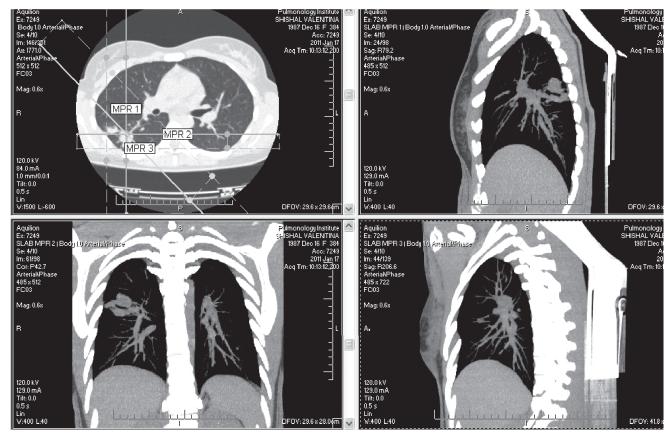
Мультипланарная реконструкция базовых срезов МСКТ больной Ш.
